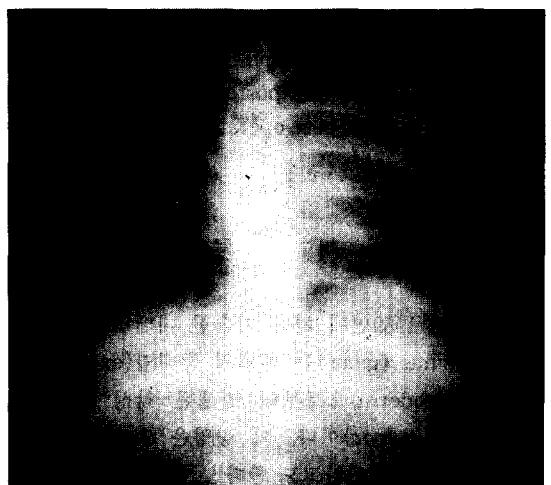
Pre-operative chest radiograph demonstrating a large mediastinal mass on left chest.
